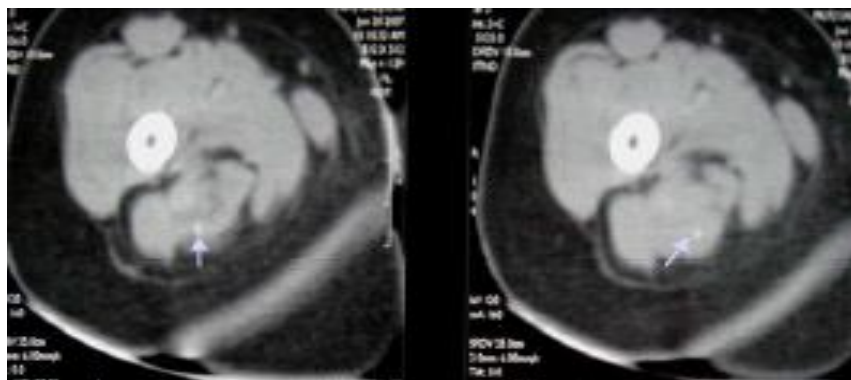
Coupe TDM objectivant une masse hypodense de la loge postérieure de la cuisse renfermant de fines calcifications en rapport avec un hémangiome.
